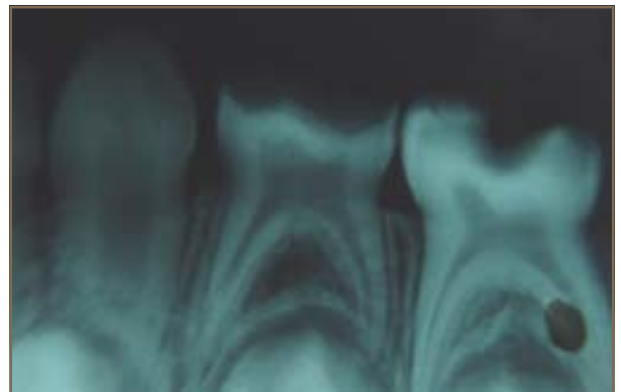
La radiografía muestra ausencia de compromiso pulpar.
